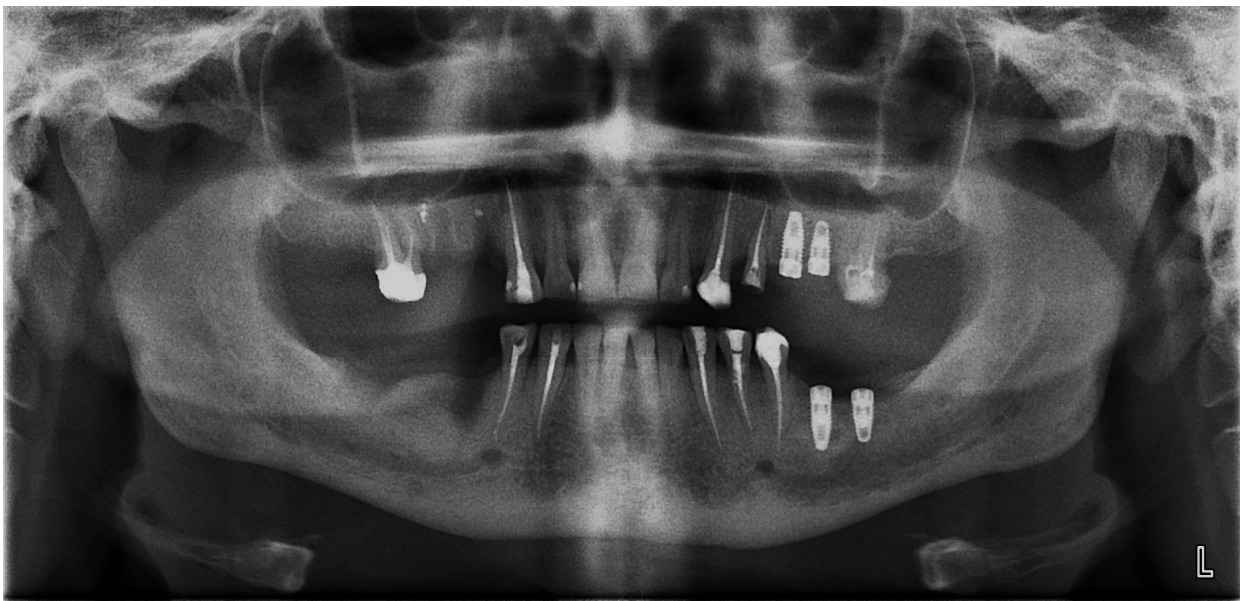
Больная Щ. Ортопантомограмма через 6 месяцев после имплантации
